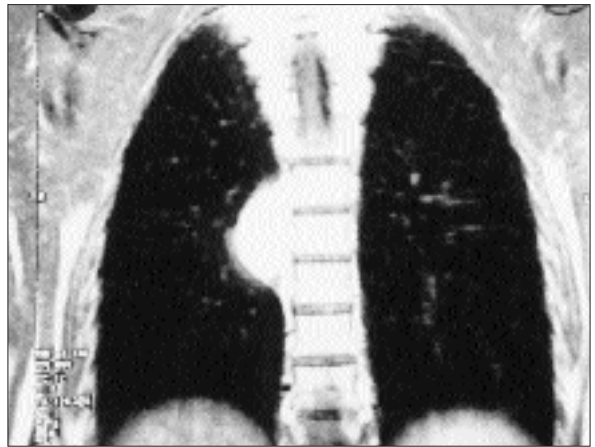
Paravertebral bölgede yerleşmiş mediastinal kitlenin toraks BT görüntüsü izlenmektedir.
